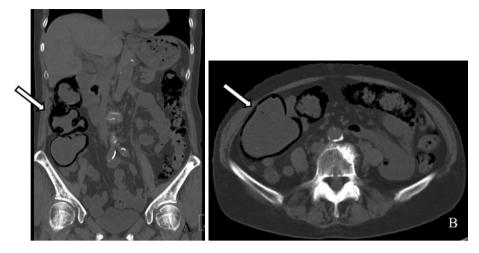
Computed tomography of the abdomen on day 6 after admission showed gas in the ascending colon wall with a linear or bubble-like pattern. (A) Coronal section, (B) horizontal section.
